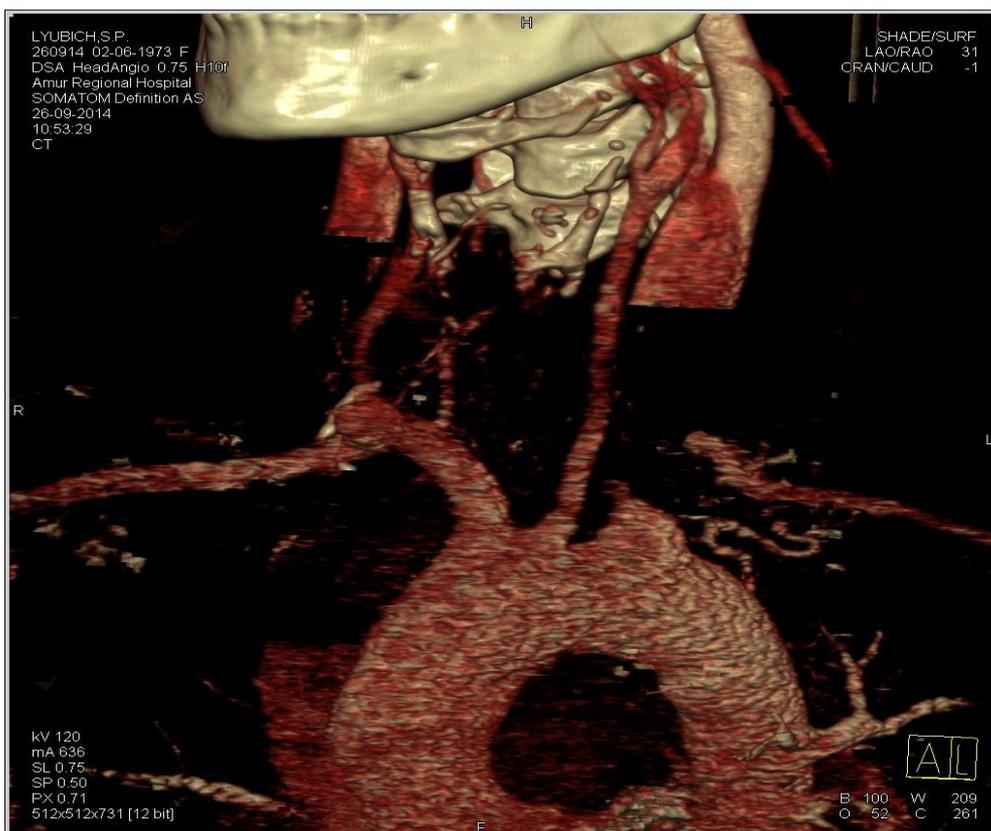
МСКТ-артериография у пациентки с атрезией первого сегмента левой подключичной артерии
